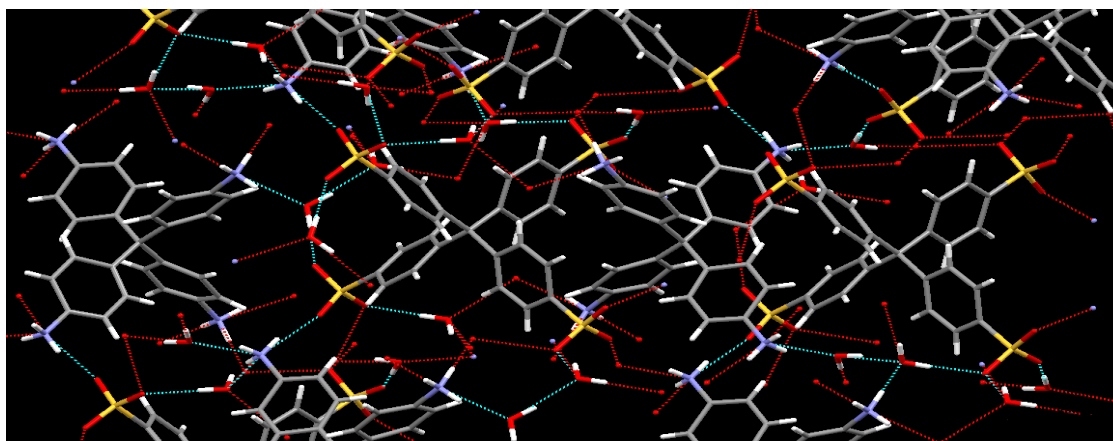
Структура F-2 по результатам рентгеноструктурного анализа
